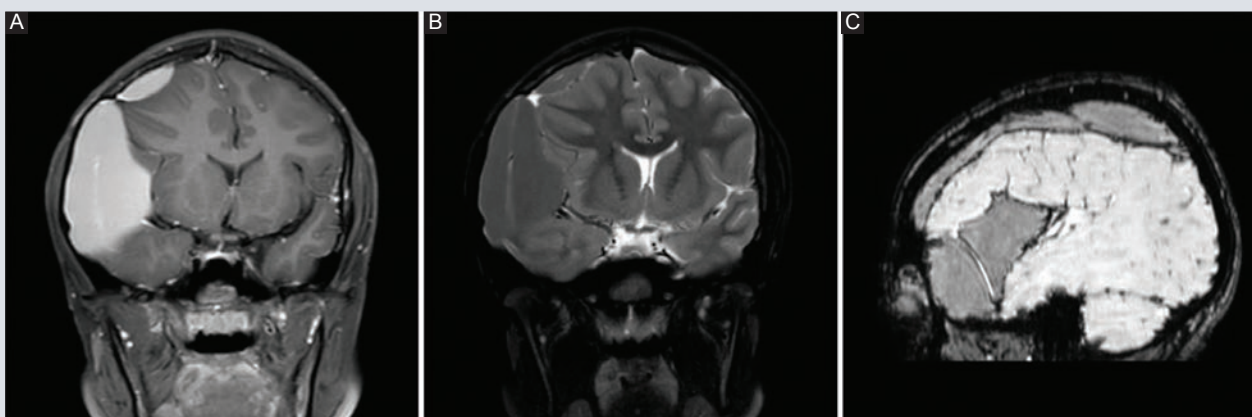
Resonancia magnética con reforzamiento. A: T1. B: T2, FAT, SAT. C: ambas en adquisición coronal y SWIP en reconstrucción sagital. Se delimitan una colección hemática hiperintensa en T1, hipointensa en T2 y FLAIR, en fosa temporal derecha (quiste aracnoideo), espacio subdural y epidural, así como una hernia subfalcial.
